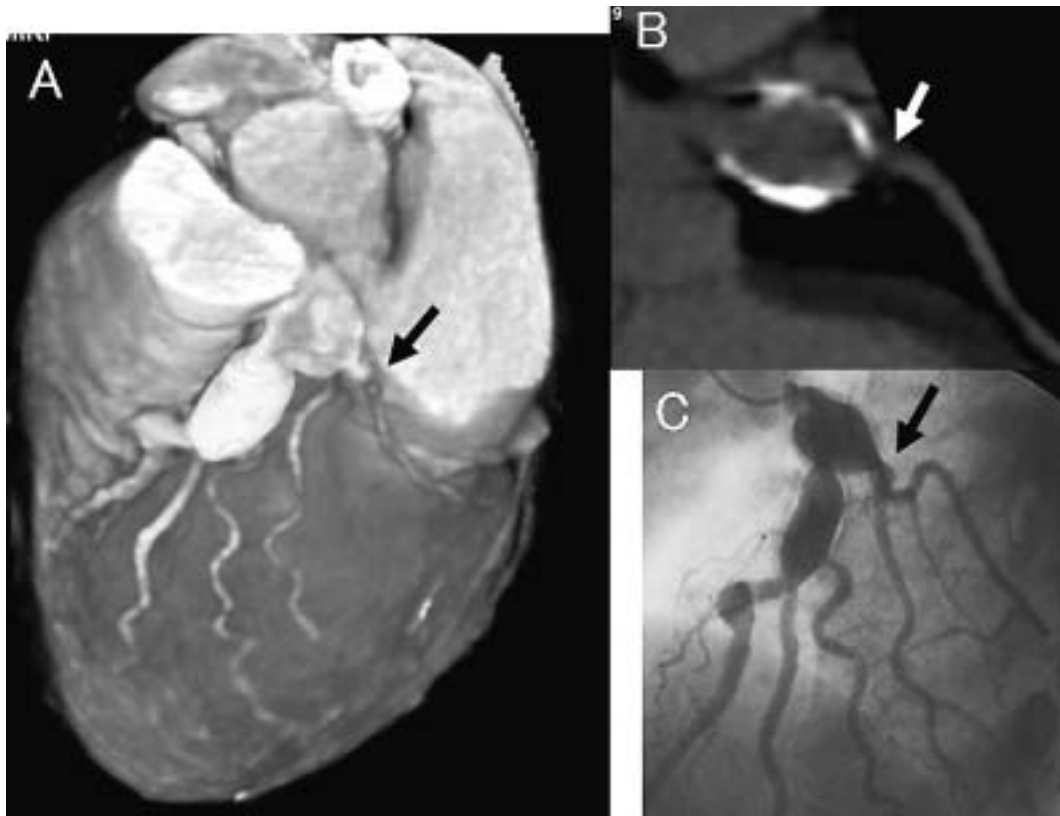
Case 4. Multislice spiral computed tomography images and coronary angiogram
